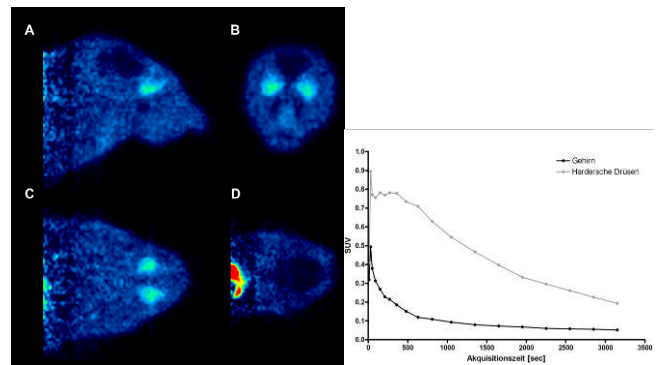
Links: PET-Bilder von [¹⁸F]TC07; A sagittal, B coronal, C transversal, jeweils auf Höhe der Harderschen Drüsen und D transversal auf Höhe des Gehirnes. Rechts: Repräsentative Zeit-Aktivität-Kurve der PET-Aufnahme.
